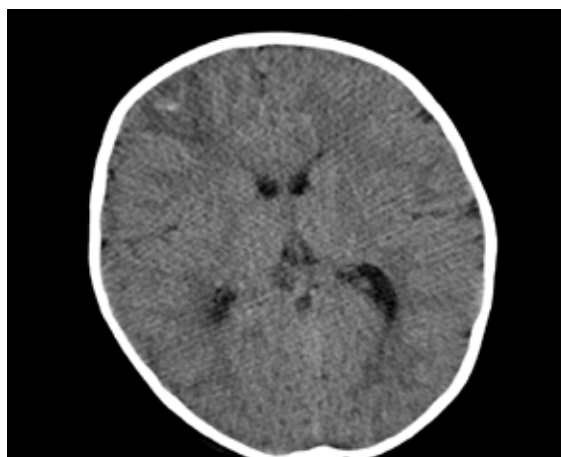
TAC Cerebral. Lesión hipodensa en lóbulo frontal derecho.
